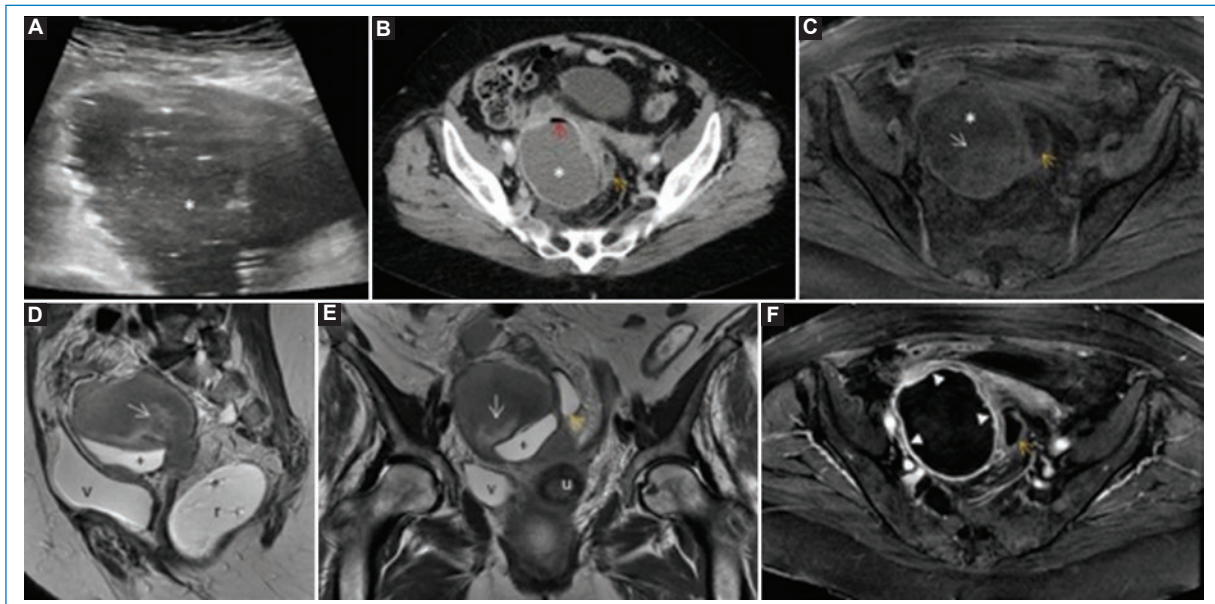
Absceso pélvico. A: la ecografía abdominal muestra una colección (asterisco) loculada parauterina derecha con ecos móviles en su interior y burbujas de aire. B: la TC abdominopélvica con contraste intravenoso muestra una colección en la hemipelvis derecha con nivel hidroaéreo (flecha roja) que engloba los anejos derechos y condiciona un efecto de masa sobre el útero y la unión rectosigmoidea (flecha amarilla). La RM pélvica muestra una tumoración quística (asterisco) con contenido heterogéneo (flecha blanca) con focos de hiperintensidad en axial T1 FAT SAT (C), sagital T2 (D) y coronal T2 (E), en relación con probables restos hemáticos y contenido líquido en su parte más declive (cruz). En axial T1 con gadolinio (F) muestra captación periférica (punta de flecha).
